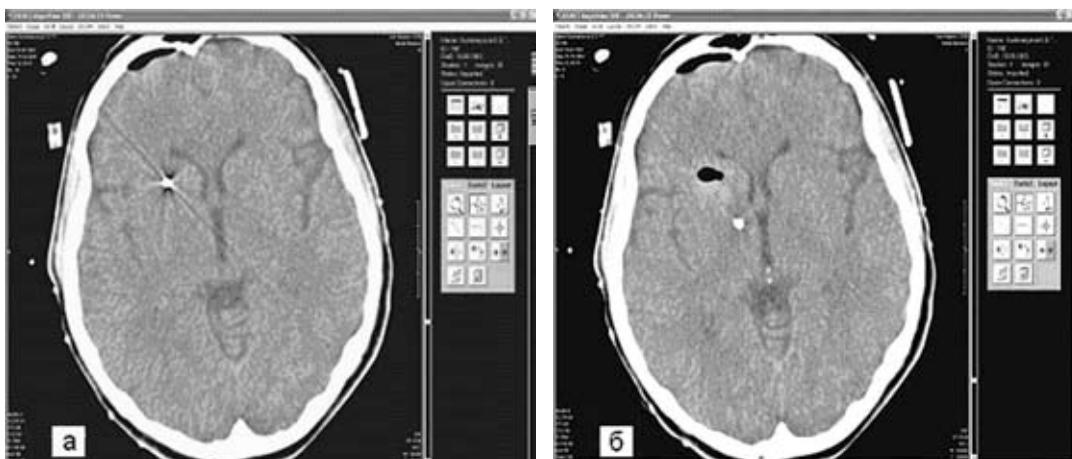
Положение рабочего конца инструмента во время операции под контролем СКТ у больной с торсионной дистонией: а — инструмент в области головки хвостатого ядра справа, б — канюля с платино-иридиевым электродом в области медиального членика бледного шара справа
